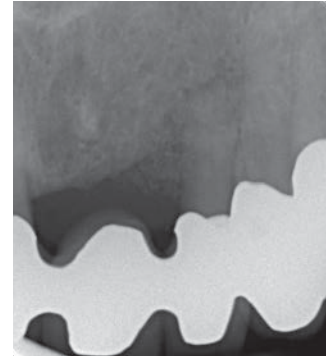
Die Röntgenkontrolle veranschaulicht die Auffüllung des Defekts.
